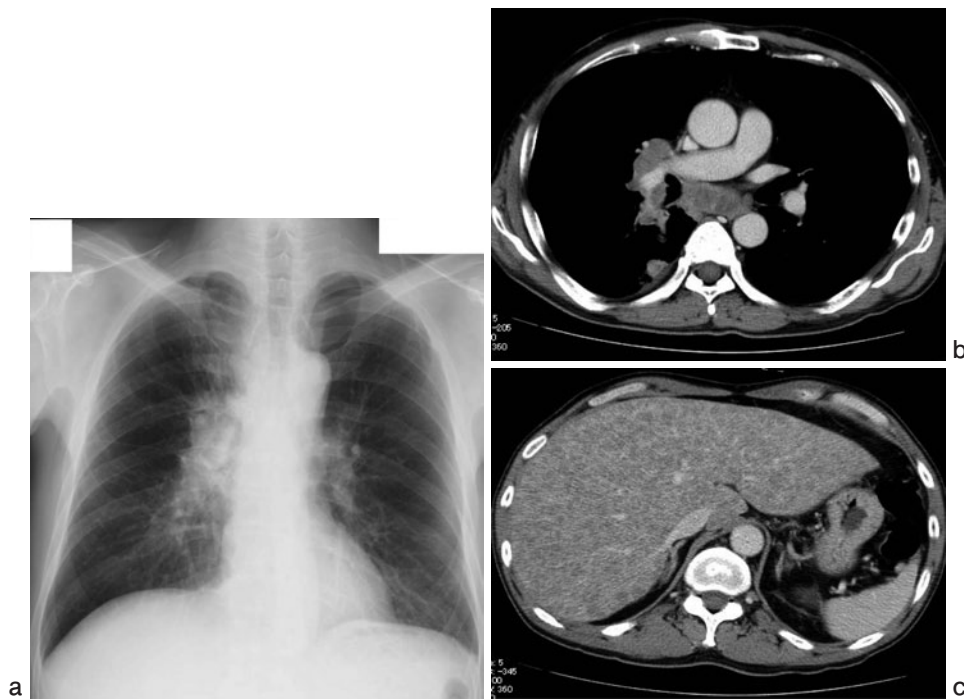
(a) Chest radiograph shows right hilar lymphadenopathy. (b, c) Chest and abdominal CT scans show a mass lesion in S⁶ of the right lung, right hilar lymph nodes, mediastinal lymph nodes, and multiple liver metastases.
